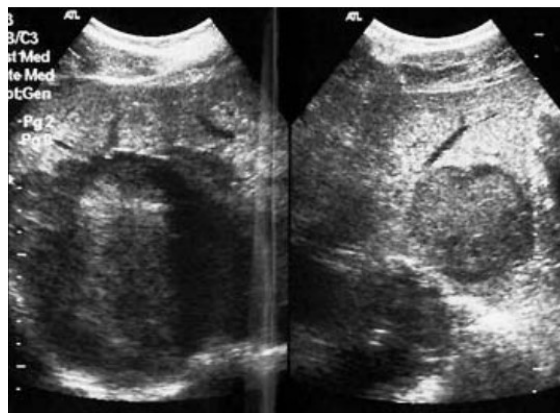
Sonographische Darstellung hepatozellulärer Adenome bei einem 35-jährigen Bodybuilder (2).
